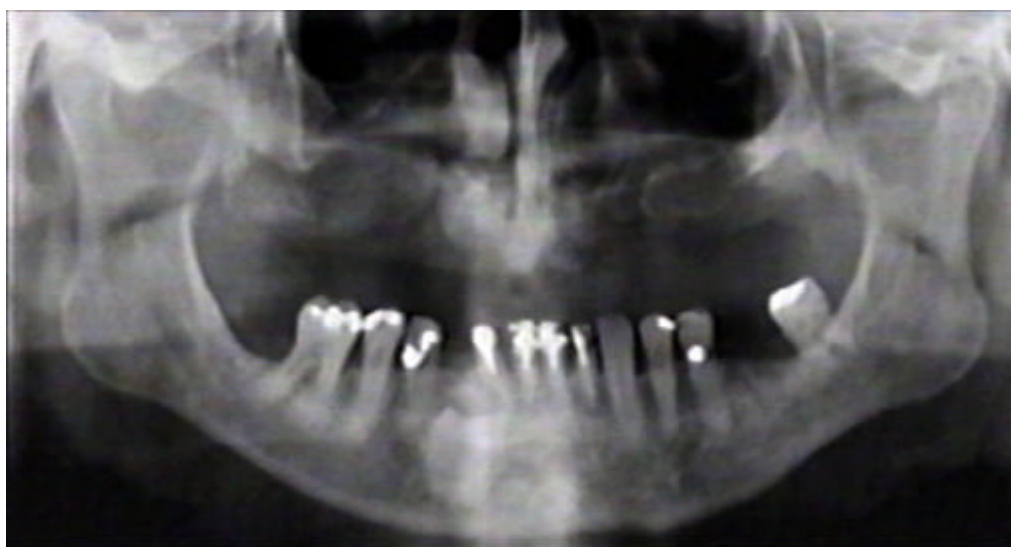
Radiografia panorâmica pré-cirúrgica.
